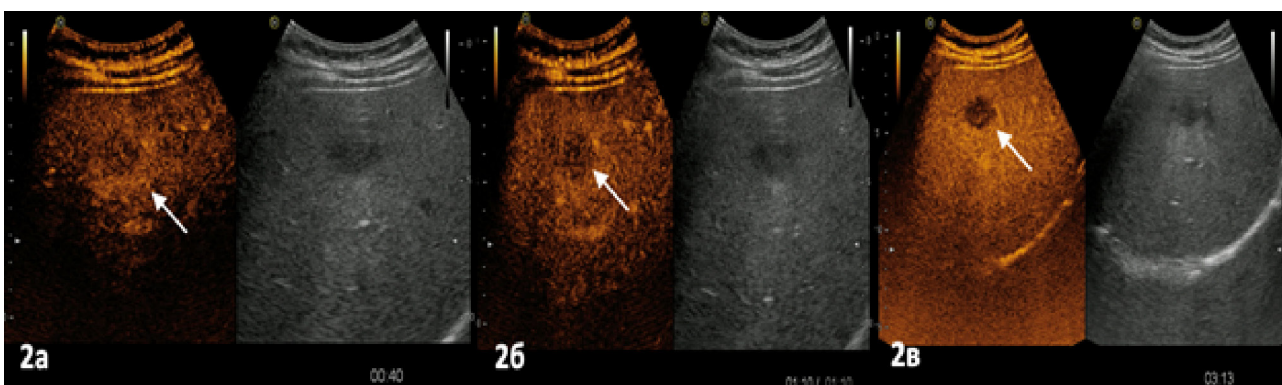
КУУЗИ: а — артериальная фаза, отмечается более выраженное накопление контрастного препарата по периферии очага (стрелка); б — портальная фаза, гипоконтрастирование зоны интереса (стрелка); в — поздняя венозная фаза, отмечается вымывание контрастного препарата из очага (стрелка)
